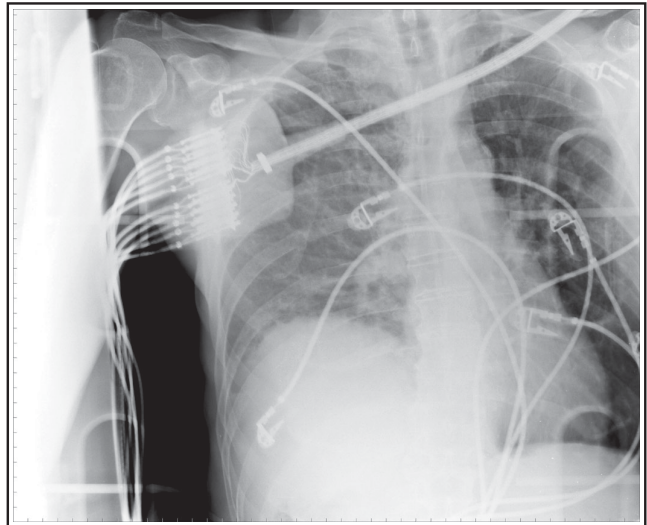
Radiographie de thorax à l'admission du patient. Opacité de l'hémi-champ pulmonaire droit et surélévation de la coupole diaphragmatique droite. Notons la différence de hauteur entre les deux coupoles diaphragmatiques (> 4 cm).
